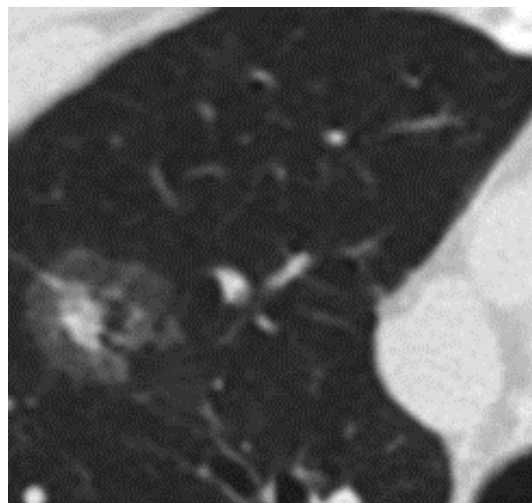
Adenokarcinom in situ, CT prikaz (izvor slike: UKCS)
